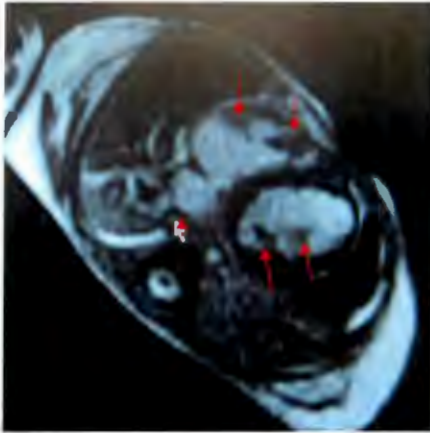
Resonancia Magnetica de corazon donde muestra tumoraciones intracardiacas.
